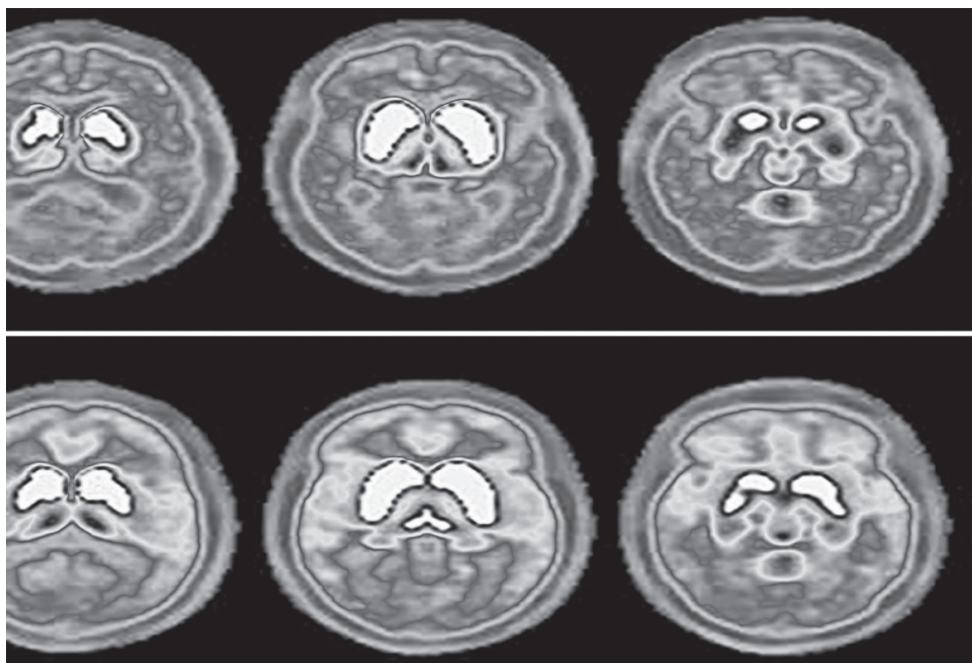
Imagine PET-CT comparativă a distribuției neuronilor colinergici la individ sănătos și pacient care suferă de boala Parkinson.
